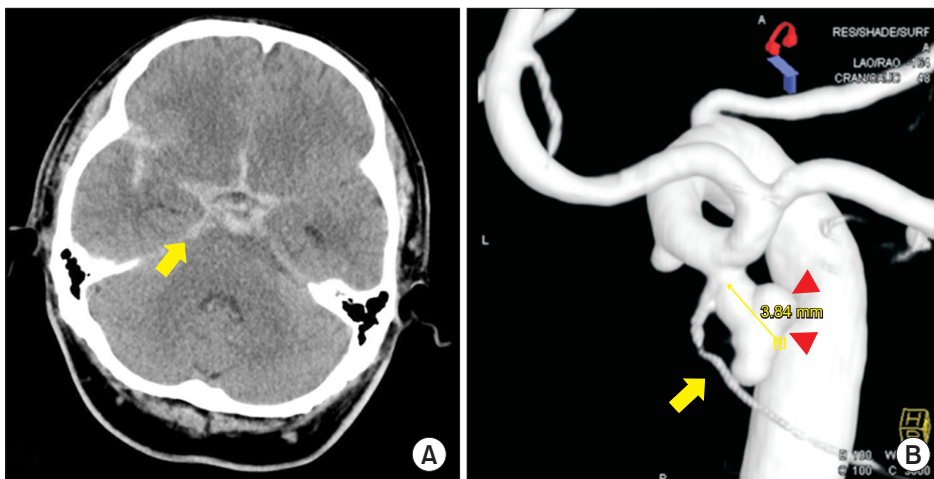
Preoperative brain CT (A) shows subarachnoid hemorrhage in basal cistern (arrow) and right sylvian fissure. Cerebral angiography (B) shows saccular aneurysm (arrow head) on right anterior choroidal artery (arrow) with lateral direction. CT: computed tomography.
